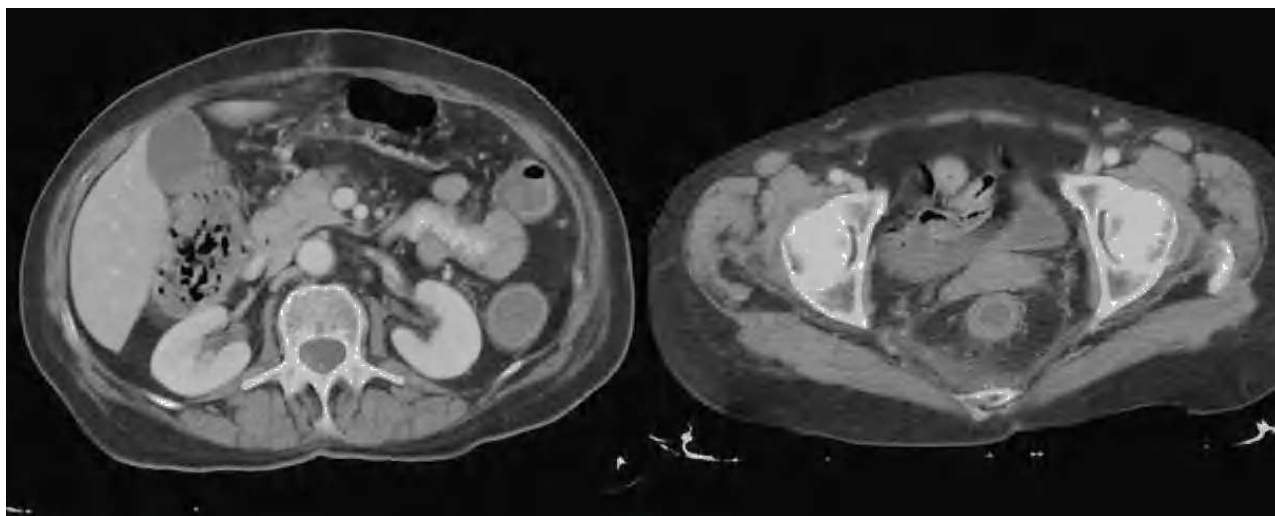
Tomografía computarizada abdominal de la paciente. Se observa dilatación y engrosamiento inespecífico de toda la pared colónica sin otros hallazgos patológicos.
